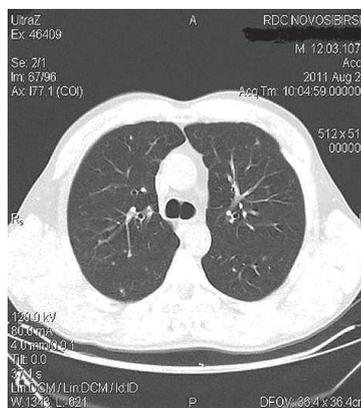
Спиральное КТ-сканирование ОГК того же больного в аксиальной плоскости в начале противогрибковой терапии (амфолип и итраконазол)
